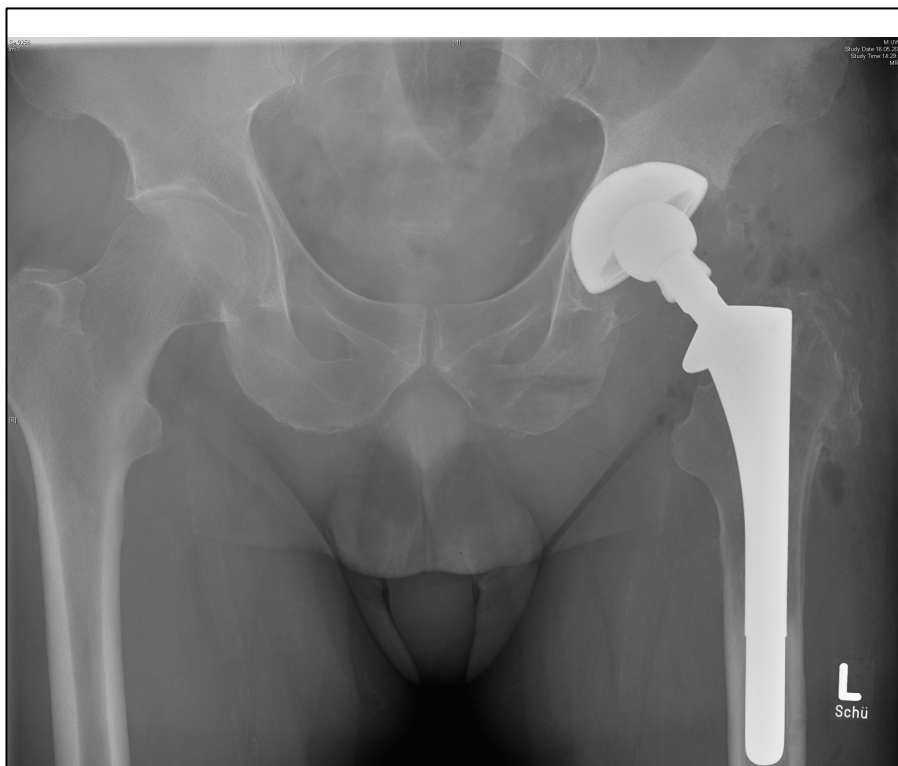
Postoperatives Röntgenbild nach simultanem Wechsel von Inlay und Pfanne bei ausgeprägten Osteolysen Typ IIIb nach Klassifikation von Saleh und Gross.
